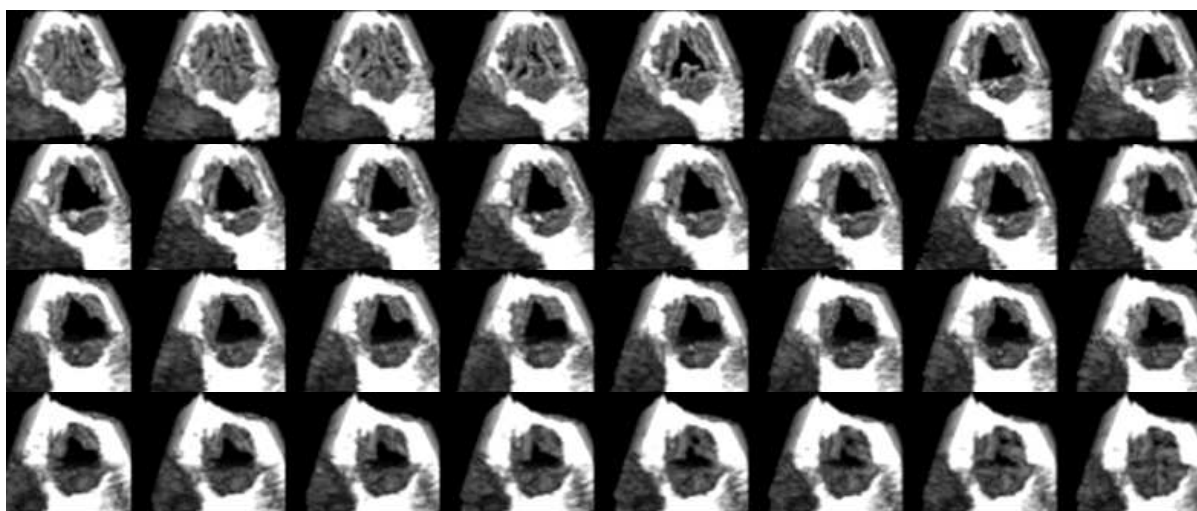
Echo-Doppler Bilder für die Aortenklappe [12]
